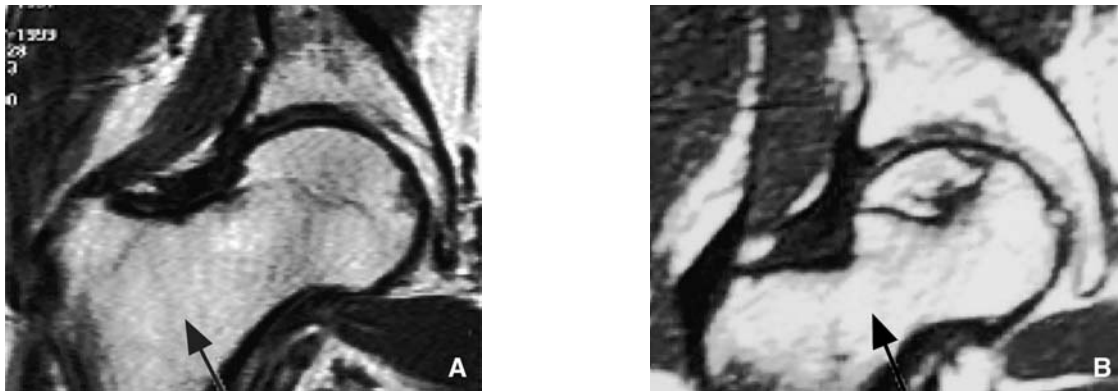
Différence entre l'extrémité supérieure d'un fémur d'une hanche normale, et l'extrémité supérieure d'un fémur d'une hanche avec une ostéonécrose sur l'examen en résonance magnétique nucléaire : pour la hanche normale existent encore des zones d'hyposignal dans l'extrémité supérieure du fémur en rapport avec de la moelle rouge, comme sur la Figure 2. Involition adipocytaire de la moelle osseuse (IRM T1).
